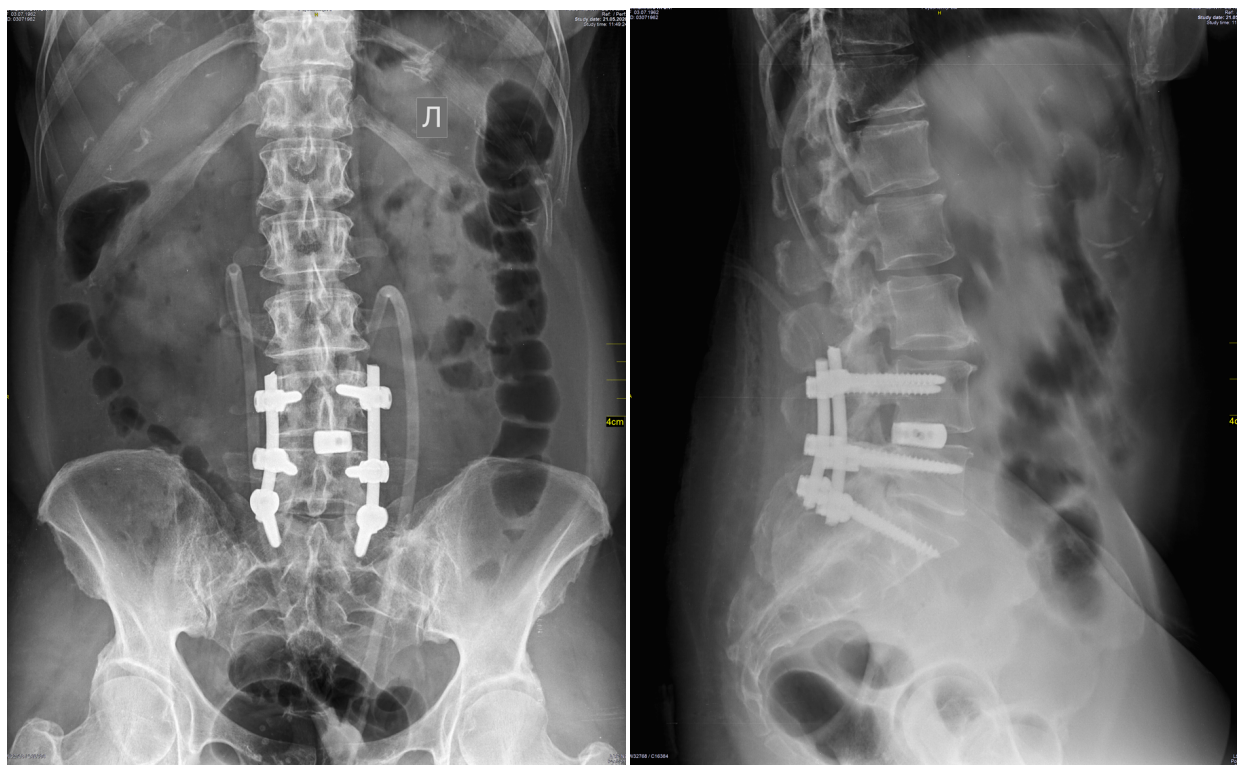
Рентгенограммы после повторной операции – на уровне $L_{IV}-L_V-S_1$ визуализирована 6-винтовая система ТПФ и межтеловой кейдж, ранее установленный в позвоночно-двигательном сегменте $L_{IV}-L_V$
